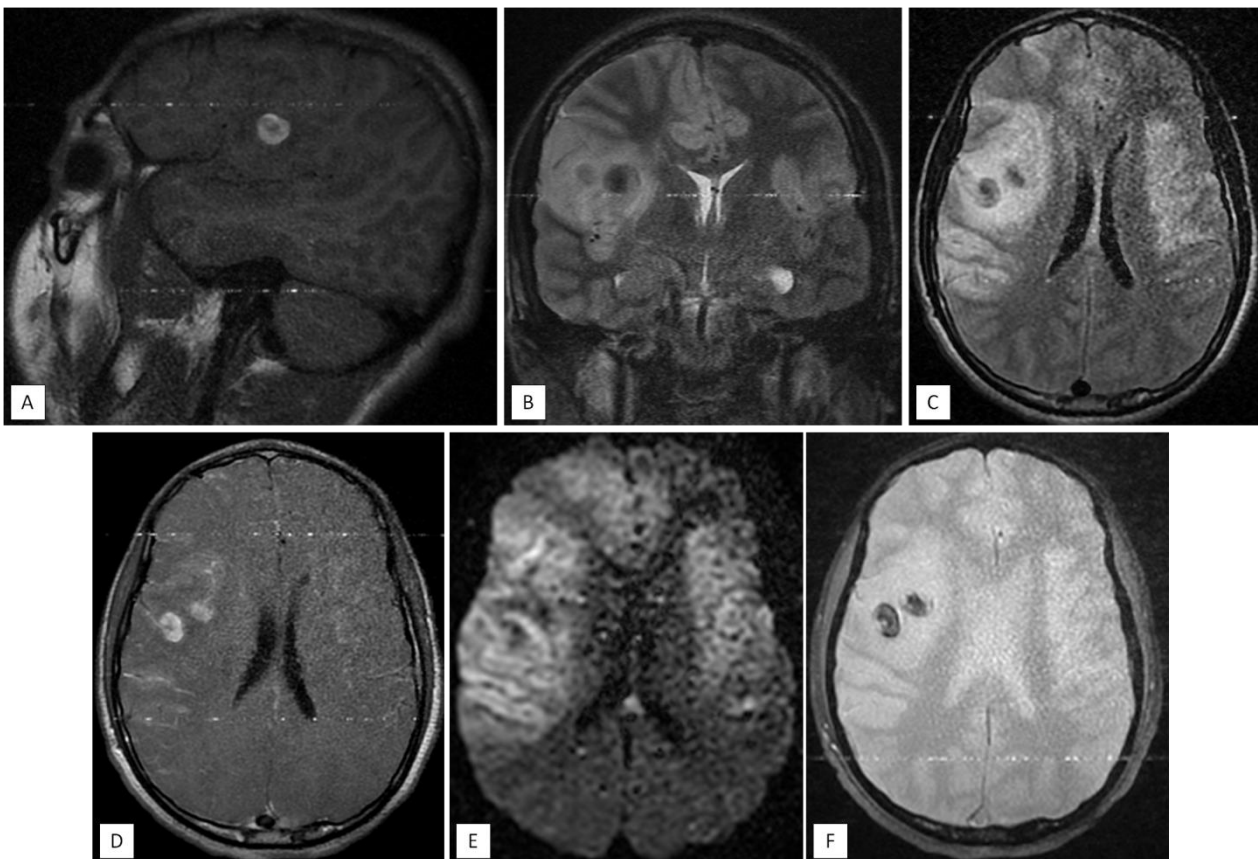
L'IRM cérébrale objective la présence de plusieurs plages intra-parenchymateuses frontales bilatérales, cingulaires, et temporales bilatérales, décrites en hyposignal T1 (A) hypersignal T2 (B) et Flair (C) avec rehaussement méningé de voisinage (D). Elles déterminent une restriction de diffusion (E). Elles s'y associent des hyposignaux en T2* en rapport avec des remaniements hémorragiques (F).
